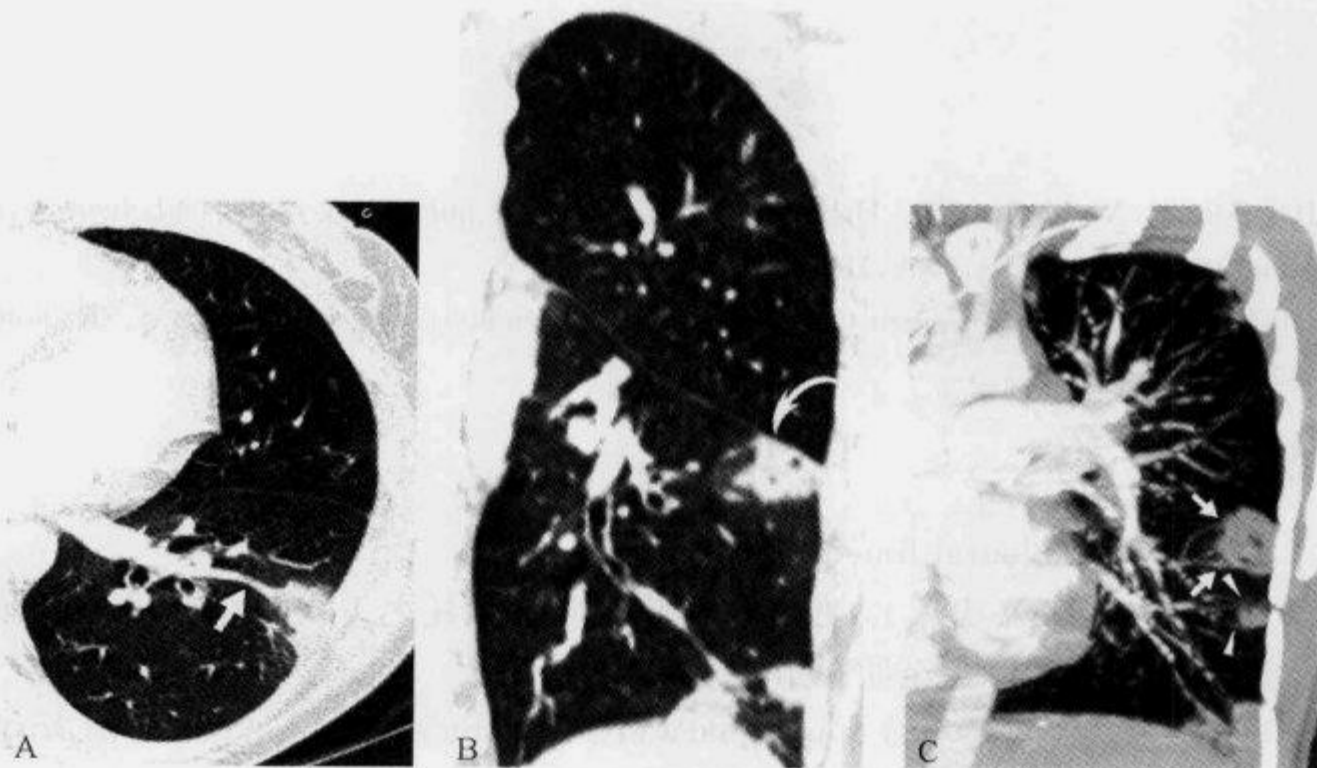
多排 CT 扫描示“供血血管征”(二)
